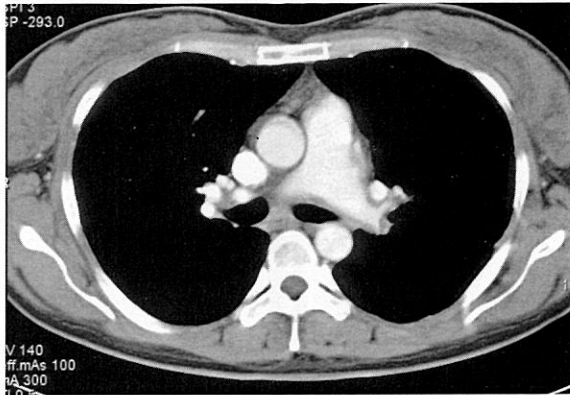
Chest CT shows pulmonary thromboembolism in the interlobar arteries of LLL with decreased caliber of both the main pulmonary arteries.
